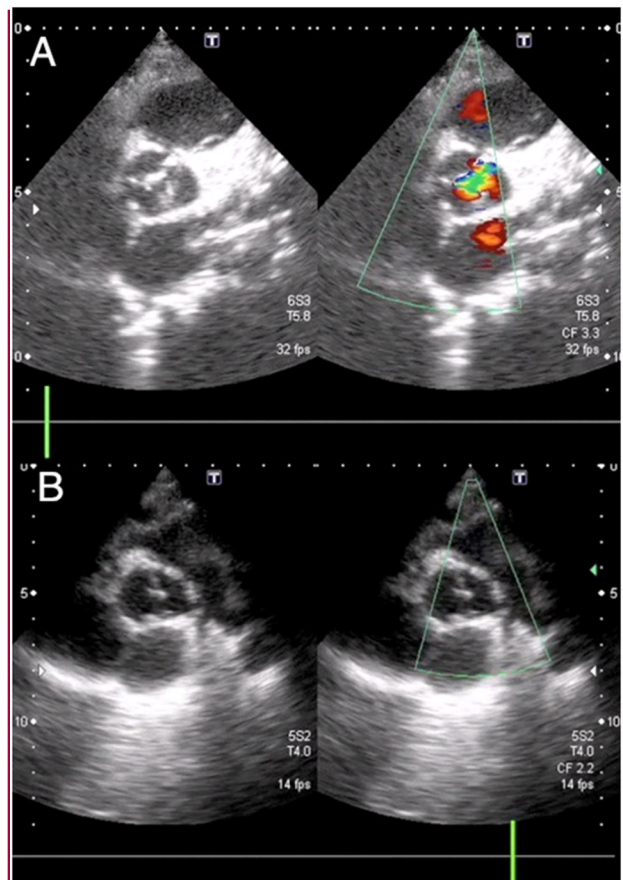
Ecocardiograma transtorácico en diástole. A. Preoperatorio. B. Control posoperatorio al año.
